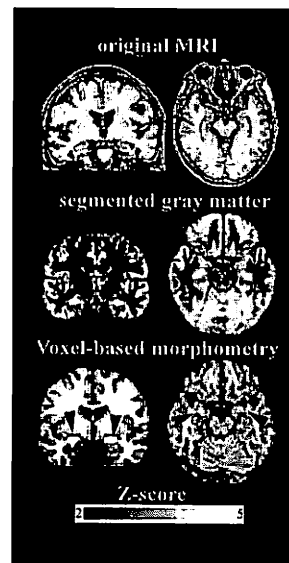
アルツハイマー病患者の軽度認知障害の段階でのMRIの画像統計解析
